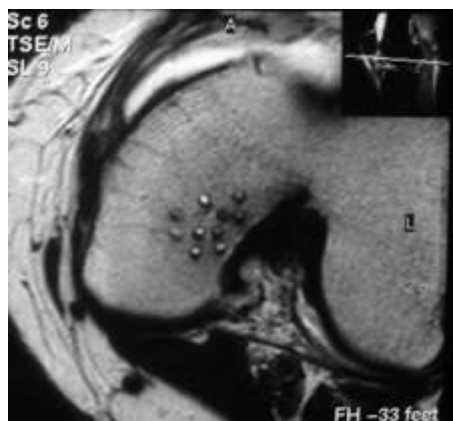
На срезе МРТ видны каналы после остеоперфорации спицей Киршнера.
